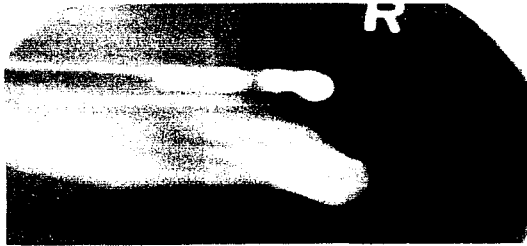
Radiografía que nos muestra un corte sagital en donde se observa la distancia entre la cresta ósea y el reborde del mentón.
